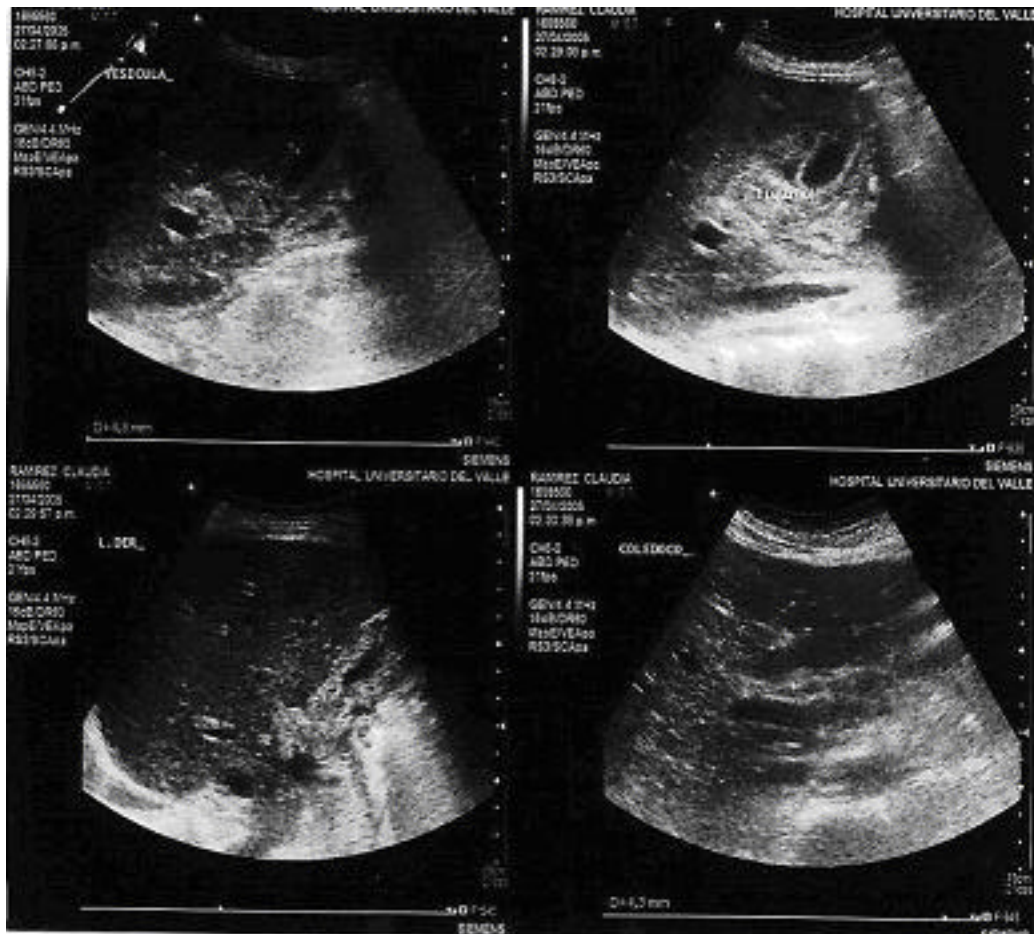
Ecografía abdominal inicial normal. Vesícula normal, no hay evidencia de cálculos.
